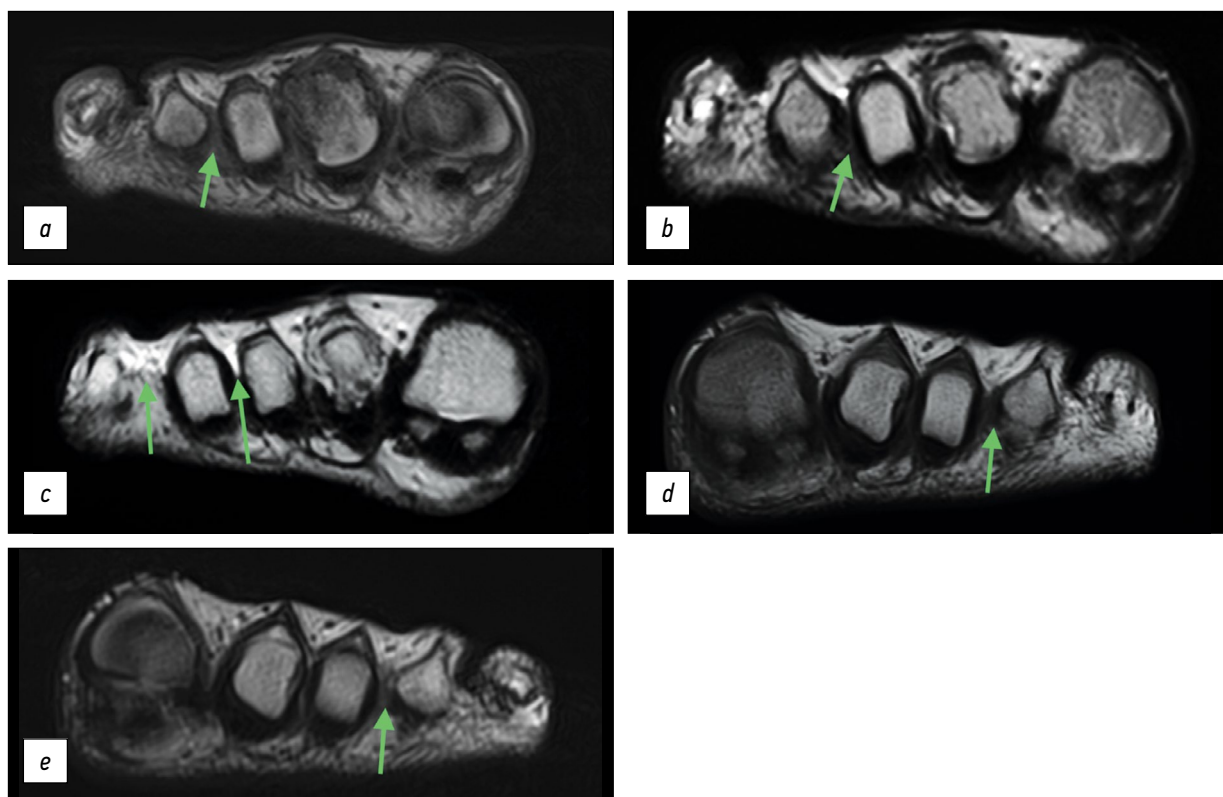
Пациентка Г., магнитно-резонансная томография: *a* — гипointенсивный сигнал по сравнению с окружающими тканями при T1-взвешенной последовательности, правая стопа; неврома третьего межпальцевого промежутка; *b* — гипointенсивный сигнал по сравнению с окружающими тканями при T2-взвешенной последовательности, правая стопа; неврома третьего межпальцевого промежутка; *c* — участок гиперинтенсивного сигнала при T2-взвешенной последовательности (бурсит), отёк подкожно-жировой клетчатки, срез, следующий за изображением *b* в проксимальном направлении, правая стопа; *d* — гипointенсивный сигнал по сравнению с окружающими тканями при T1-взвешенной последовательности, левая стопа; неврома третьего межпальцевого промежутка; *e* — гипointенсивный сигнал по сравнению с окружающими тканями при T2-взвешенной последовательности, левая стопа; неврома третьего межпальцевого промежутка.
